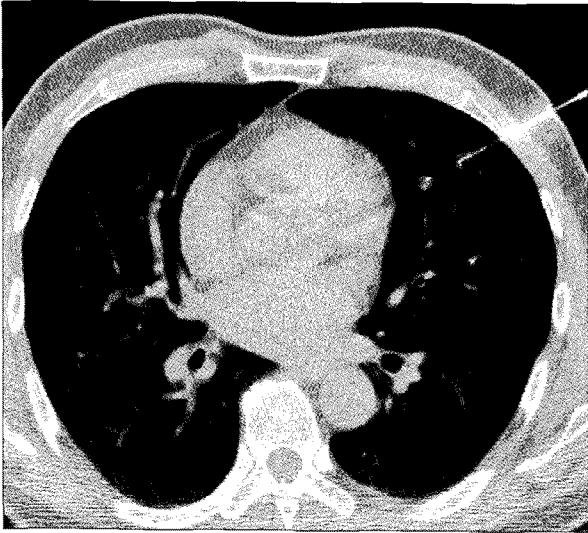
Preoperative computed tomography shows inserted Hook wire to the deep intrapulmonary nodule.
